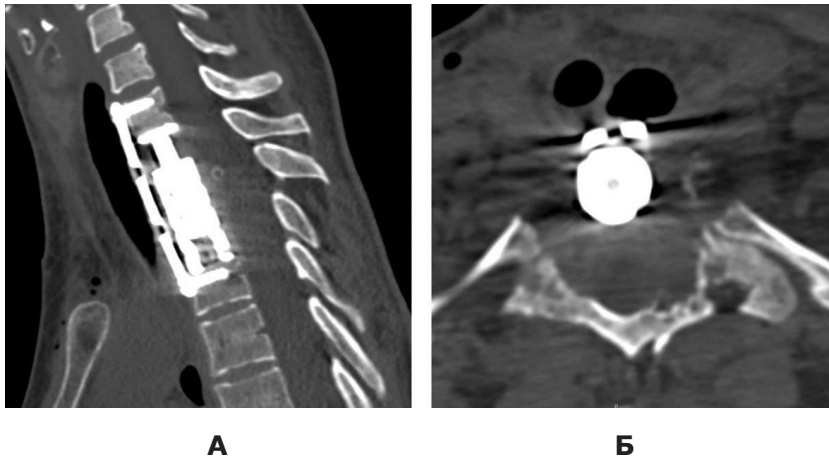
Спіральна комп'ютерна томографія ділянки шийно-грудного переходу після першого етапу хірургічного втручання: А – сагітальна реконструкція; Б – зріз на рівні хребця Th2
